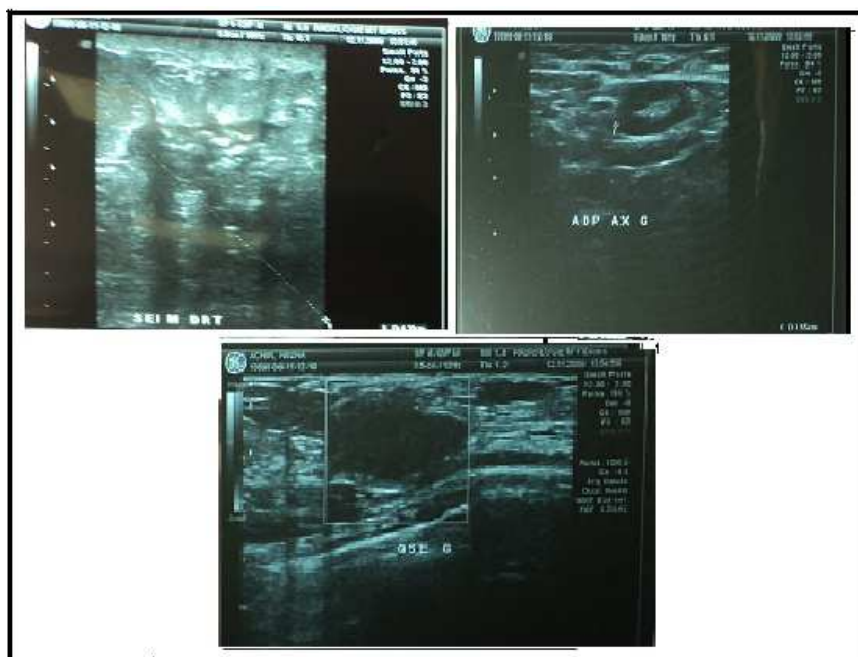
échographie mammaire montrant au niveau du sein droit une formation hypoéchogène hétérogène mal limitée de 44 mm de diamètre, au niveau du QSE du sein gauche une formation hypoéchogène hétérogène mal limitée mesurant 16 mm avec présence d'une adénopathie axillaire gauche
